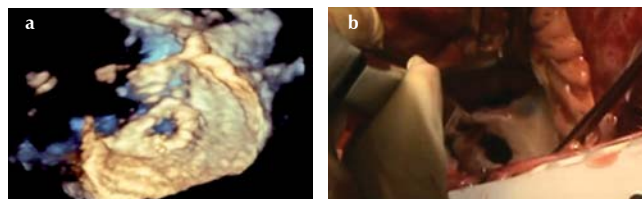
Ecocardiograma transesofágico 3D que muestra perforación (a) que correlaciona con hallazgos quirúrgicos (b).
